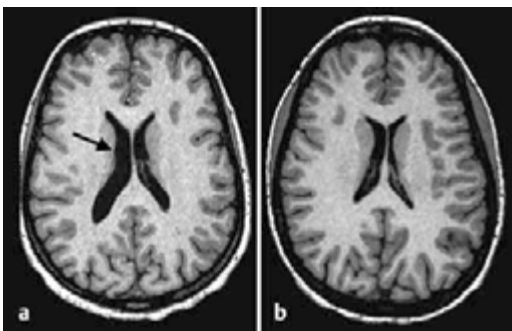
Typischer MRT-Befund bei Schizophrenie. a Ventrikelerweiterung b zum Vergleich: Normalbefund (aus Braus, D.F., EinBlick ins Gehirn, Thieme, 2010).
